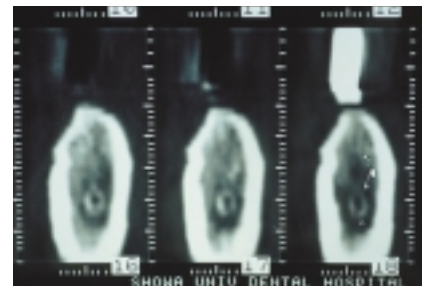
図 CT多断面再構成(MPR)による下顎臼歯部垂直断面像。 18にマーカ-が見られ、歯槽頂から下顎管まで12~13mmの距離があり、皮質骨は全体に厚いことが分かる。
